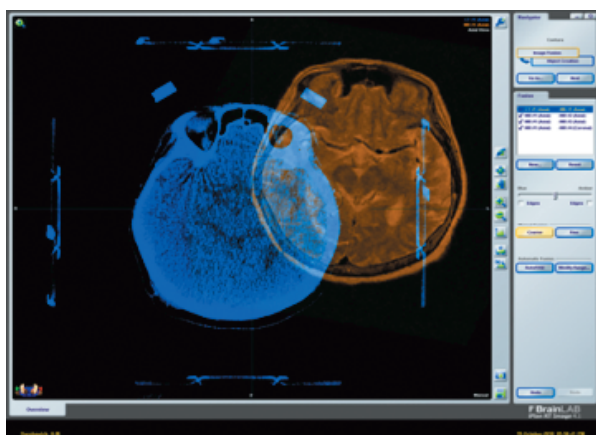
Слияние изображений, полученных при КТ- и МРТ-исследованиях
